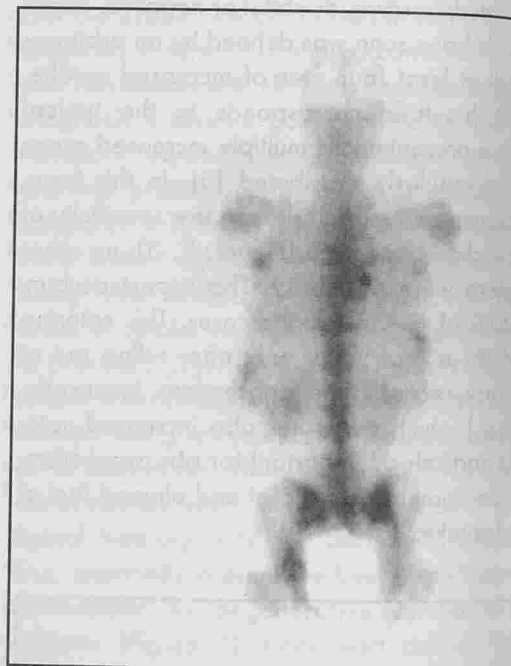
Group III. Presence of three increased areas of uptake on the right costovertebral joint, 9th right rib and 10th left rib. Radiograph of left ribs showed a lytic pattern of the 10th rib.
